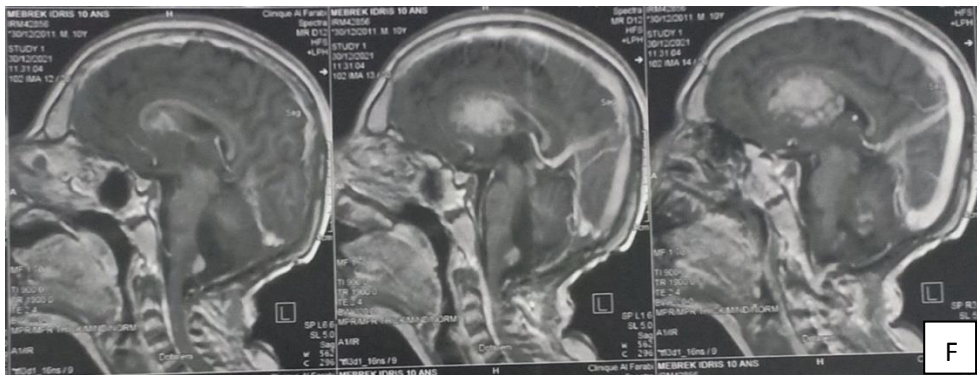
F): IRM cérébrale coupe sagittale récidence sus et sous tentorielle après 2ans et 5mois de la chirurgie.
